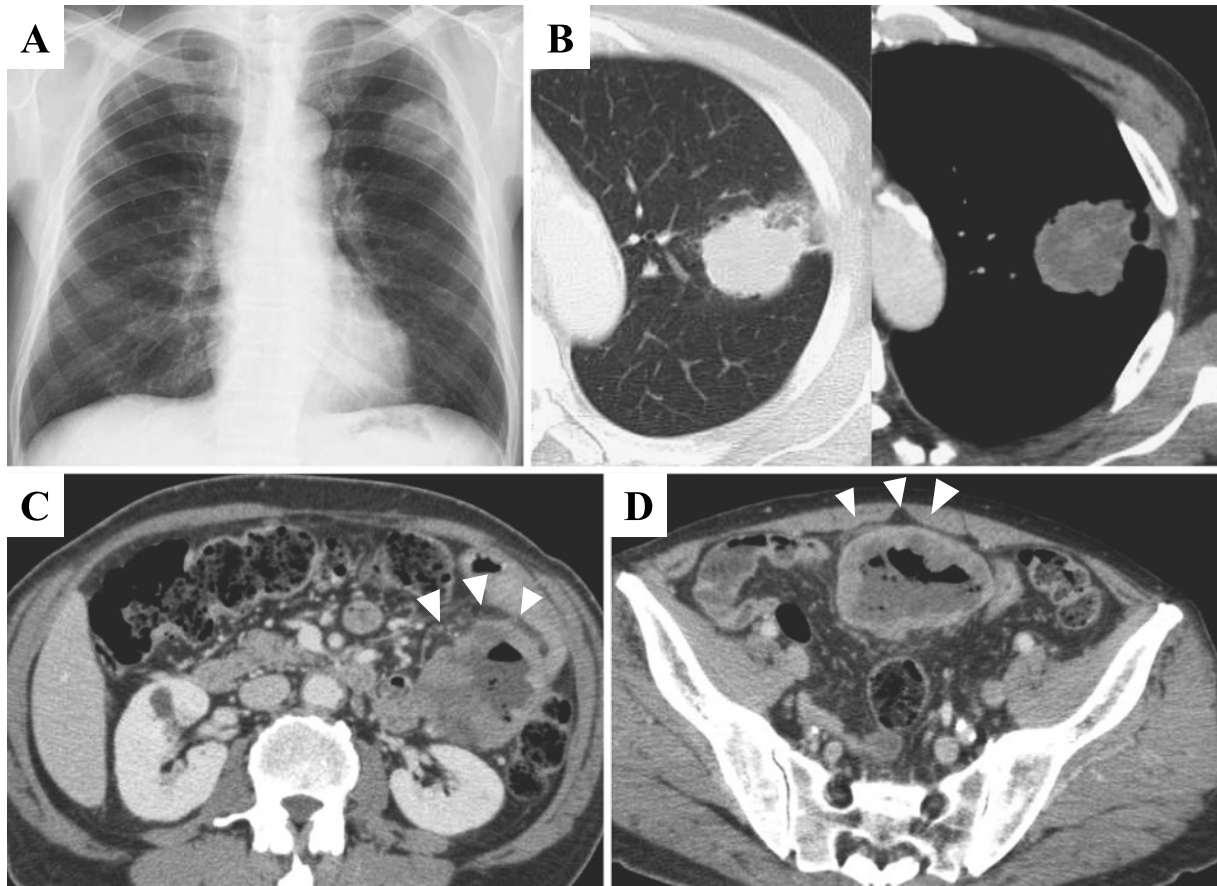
(A) A chest X-ray shows a round mass in the upper lung field. (B) Chest CT shows a mass with central necrosis in the S1+2 segment of the left lung. (C, D) Abdominal CT shows multiple irregular mass lesions in the small intestine (arrowheads).
